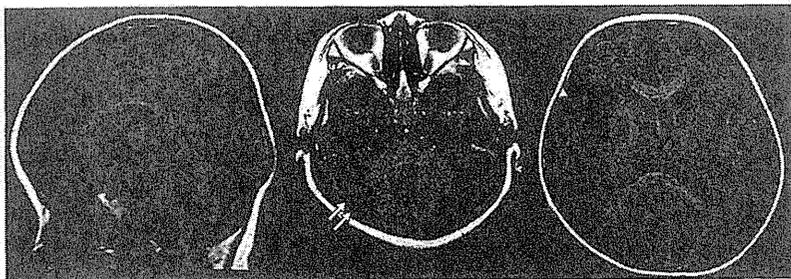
福山型筋ジストロフィー(FCMD)の頭部 MRI(T₁ 強調画像)(9 歳 9 か月, 女児)
